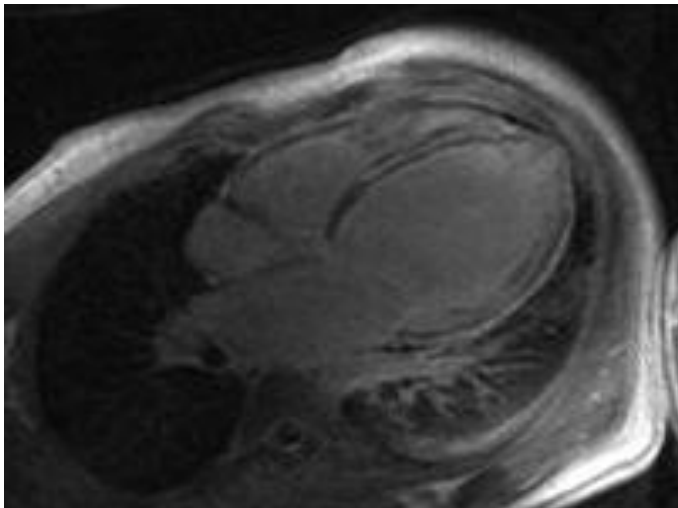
МРТ сердца ребенка 14 лет. 4-х камерная позиция по длинной оси. Задержка контрастного вещества при отсроченном сканировании в виде трансмуральной полосы в области свободной стенки ЛЖ и МЖП. Заключение: Поствоспалительный фиброз.
